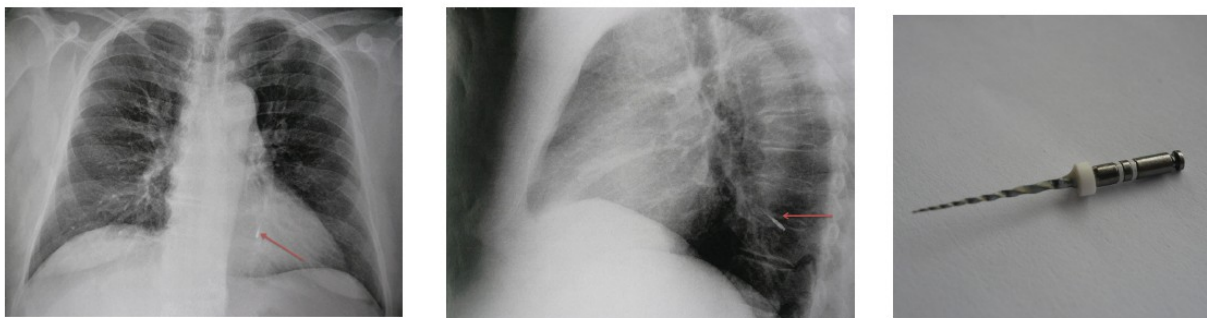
Radiographie thoracique de face (à gauche), de profil (au milieu) confirmant la présence du corps étranger (illustré à droite) dans le lobe inférieur gauche du poumon droit (41)
